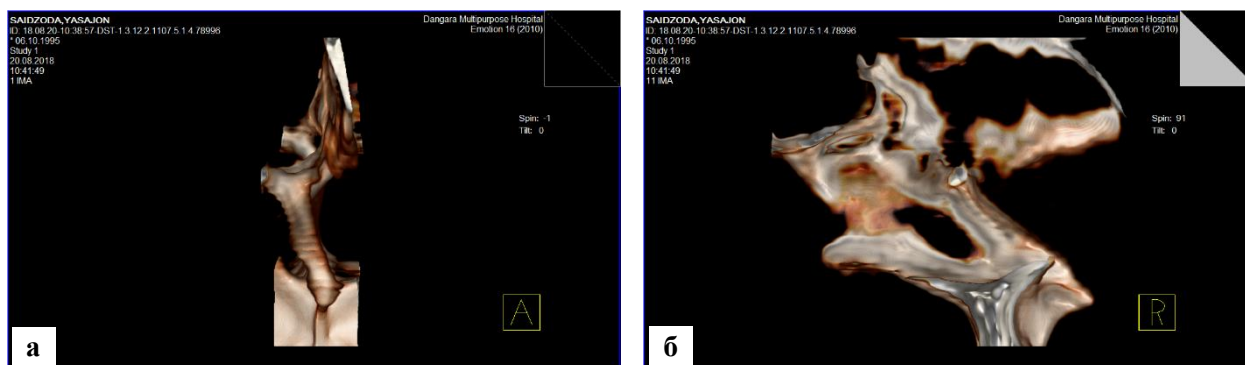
Трёхмерная реконструкция КТ: а,б - 3D-модель искривлённой костной части перегородки носа (вид спереди и сбоку справа, где виден резко выступающий шип)
